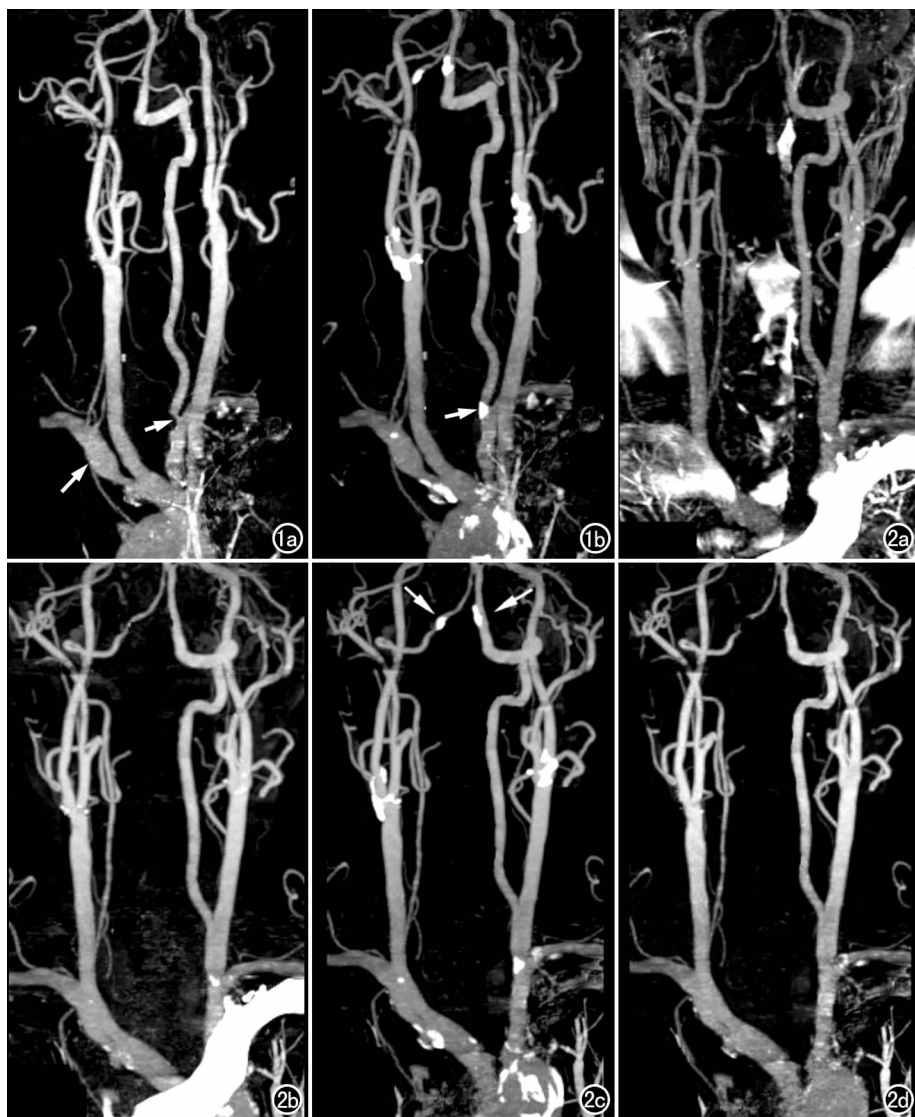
梭形动脉瘤。a) 编辑减影去骨处理后 MIP 图像清晰显示右锁骨下动脉梭形动脉瘤(长箭), 左椎动脉起始部位局限性狭窄(短箭); b) 另一角度保留钙化斑块的 MIP 图像清晰显示左椎动脉起始部局限性狭窄为钙化斑块所致(箭)。图 2 两种减影方法在去骨同时均去除了钙化斑块的 MIP 图像。a) 直接减影去骨 MIP 图像上骨骼部去除不彻底; b) 脑血管 CTA 专用软件 Neuro DSA 去骨处理后的 MIP 图像, 骨骼等结构去除彻底; c) object editor 编辑减影去骨并去除静脉(其内有高密度对比剂)后的 MIP 图像, 颈血管显示清晰, 利于观察, 可保留钙化斑块(箭); d) 同一方法去除钙化斑块的 MIP 图像。
